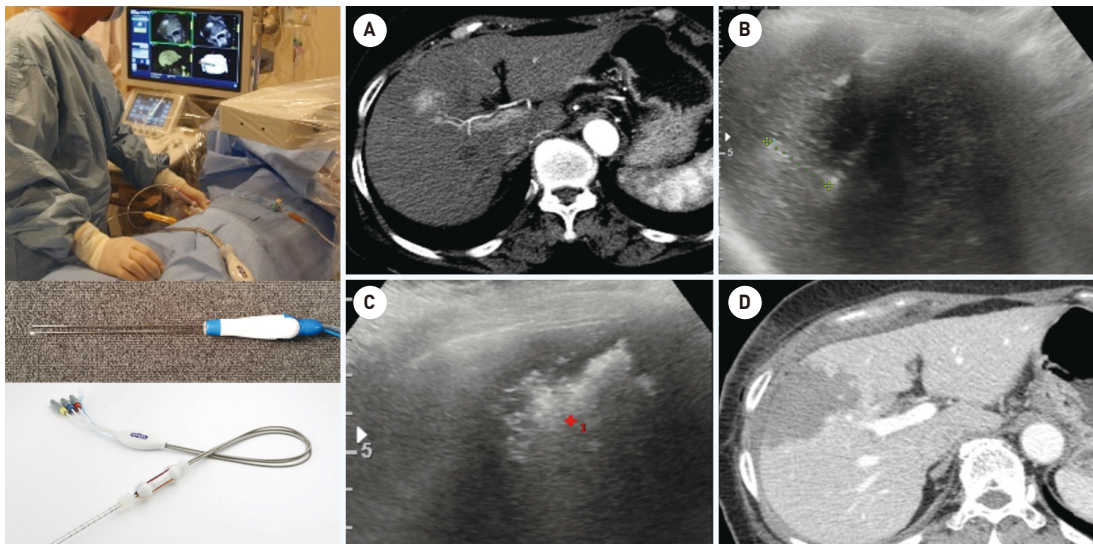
고주파열치료술의 실례. 국소 마취 후 전극을 천자한다(왼쪽). (A) 치료 전 동맥시 CT 영상에서 조영증강을 보이는 간암이 있다. (B) 초음파 유도하에 고주파 전극을 종양에 삽입한다. (C) 전극 삽입 후 고주파 에너지를 전달하고 초음파 영상을 이용하여 모니터링한다. (D) 시술 직후 CT 문맥기 사진에서 종양의 완전 소작을 확인할 수 있다.
